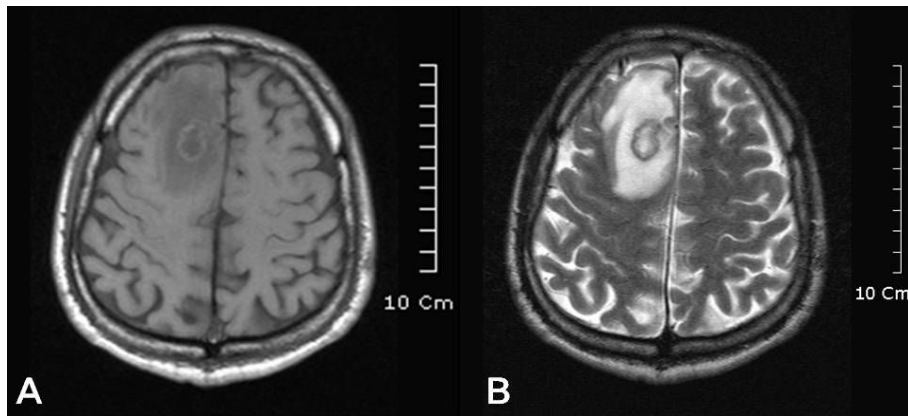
Initial magnetic resonance imaging. (A) 2.2×1.8cm sized mass lesion, iso-signal intensity on T1 weighted image and (B) peripheral low signal intensity on T2 weighted image with peripheral enhancement on right frontal lobe with internal non-enhancing necrotic portion is observed.
